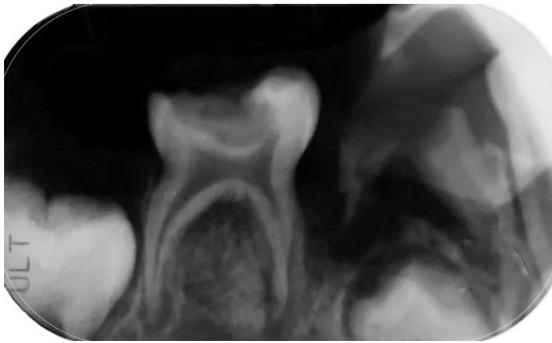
radiografía pza. 84-85
